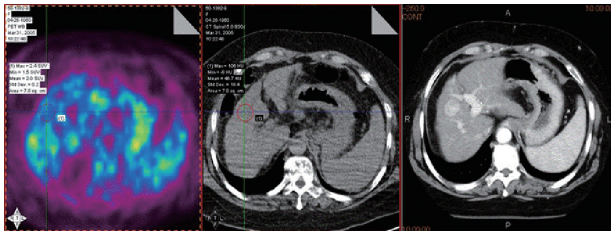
Low accumulation of <sup>18</sup>F-FDG in hepatocellular carcinoma (HCC)
